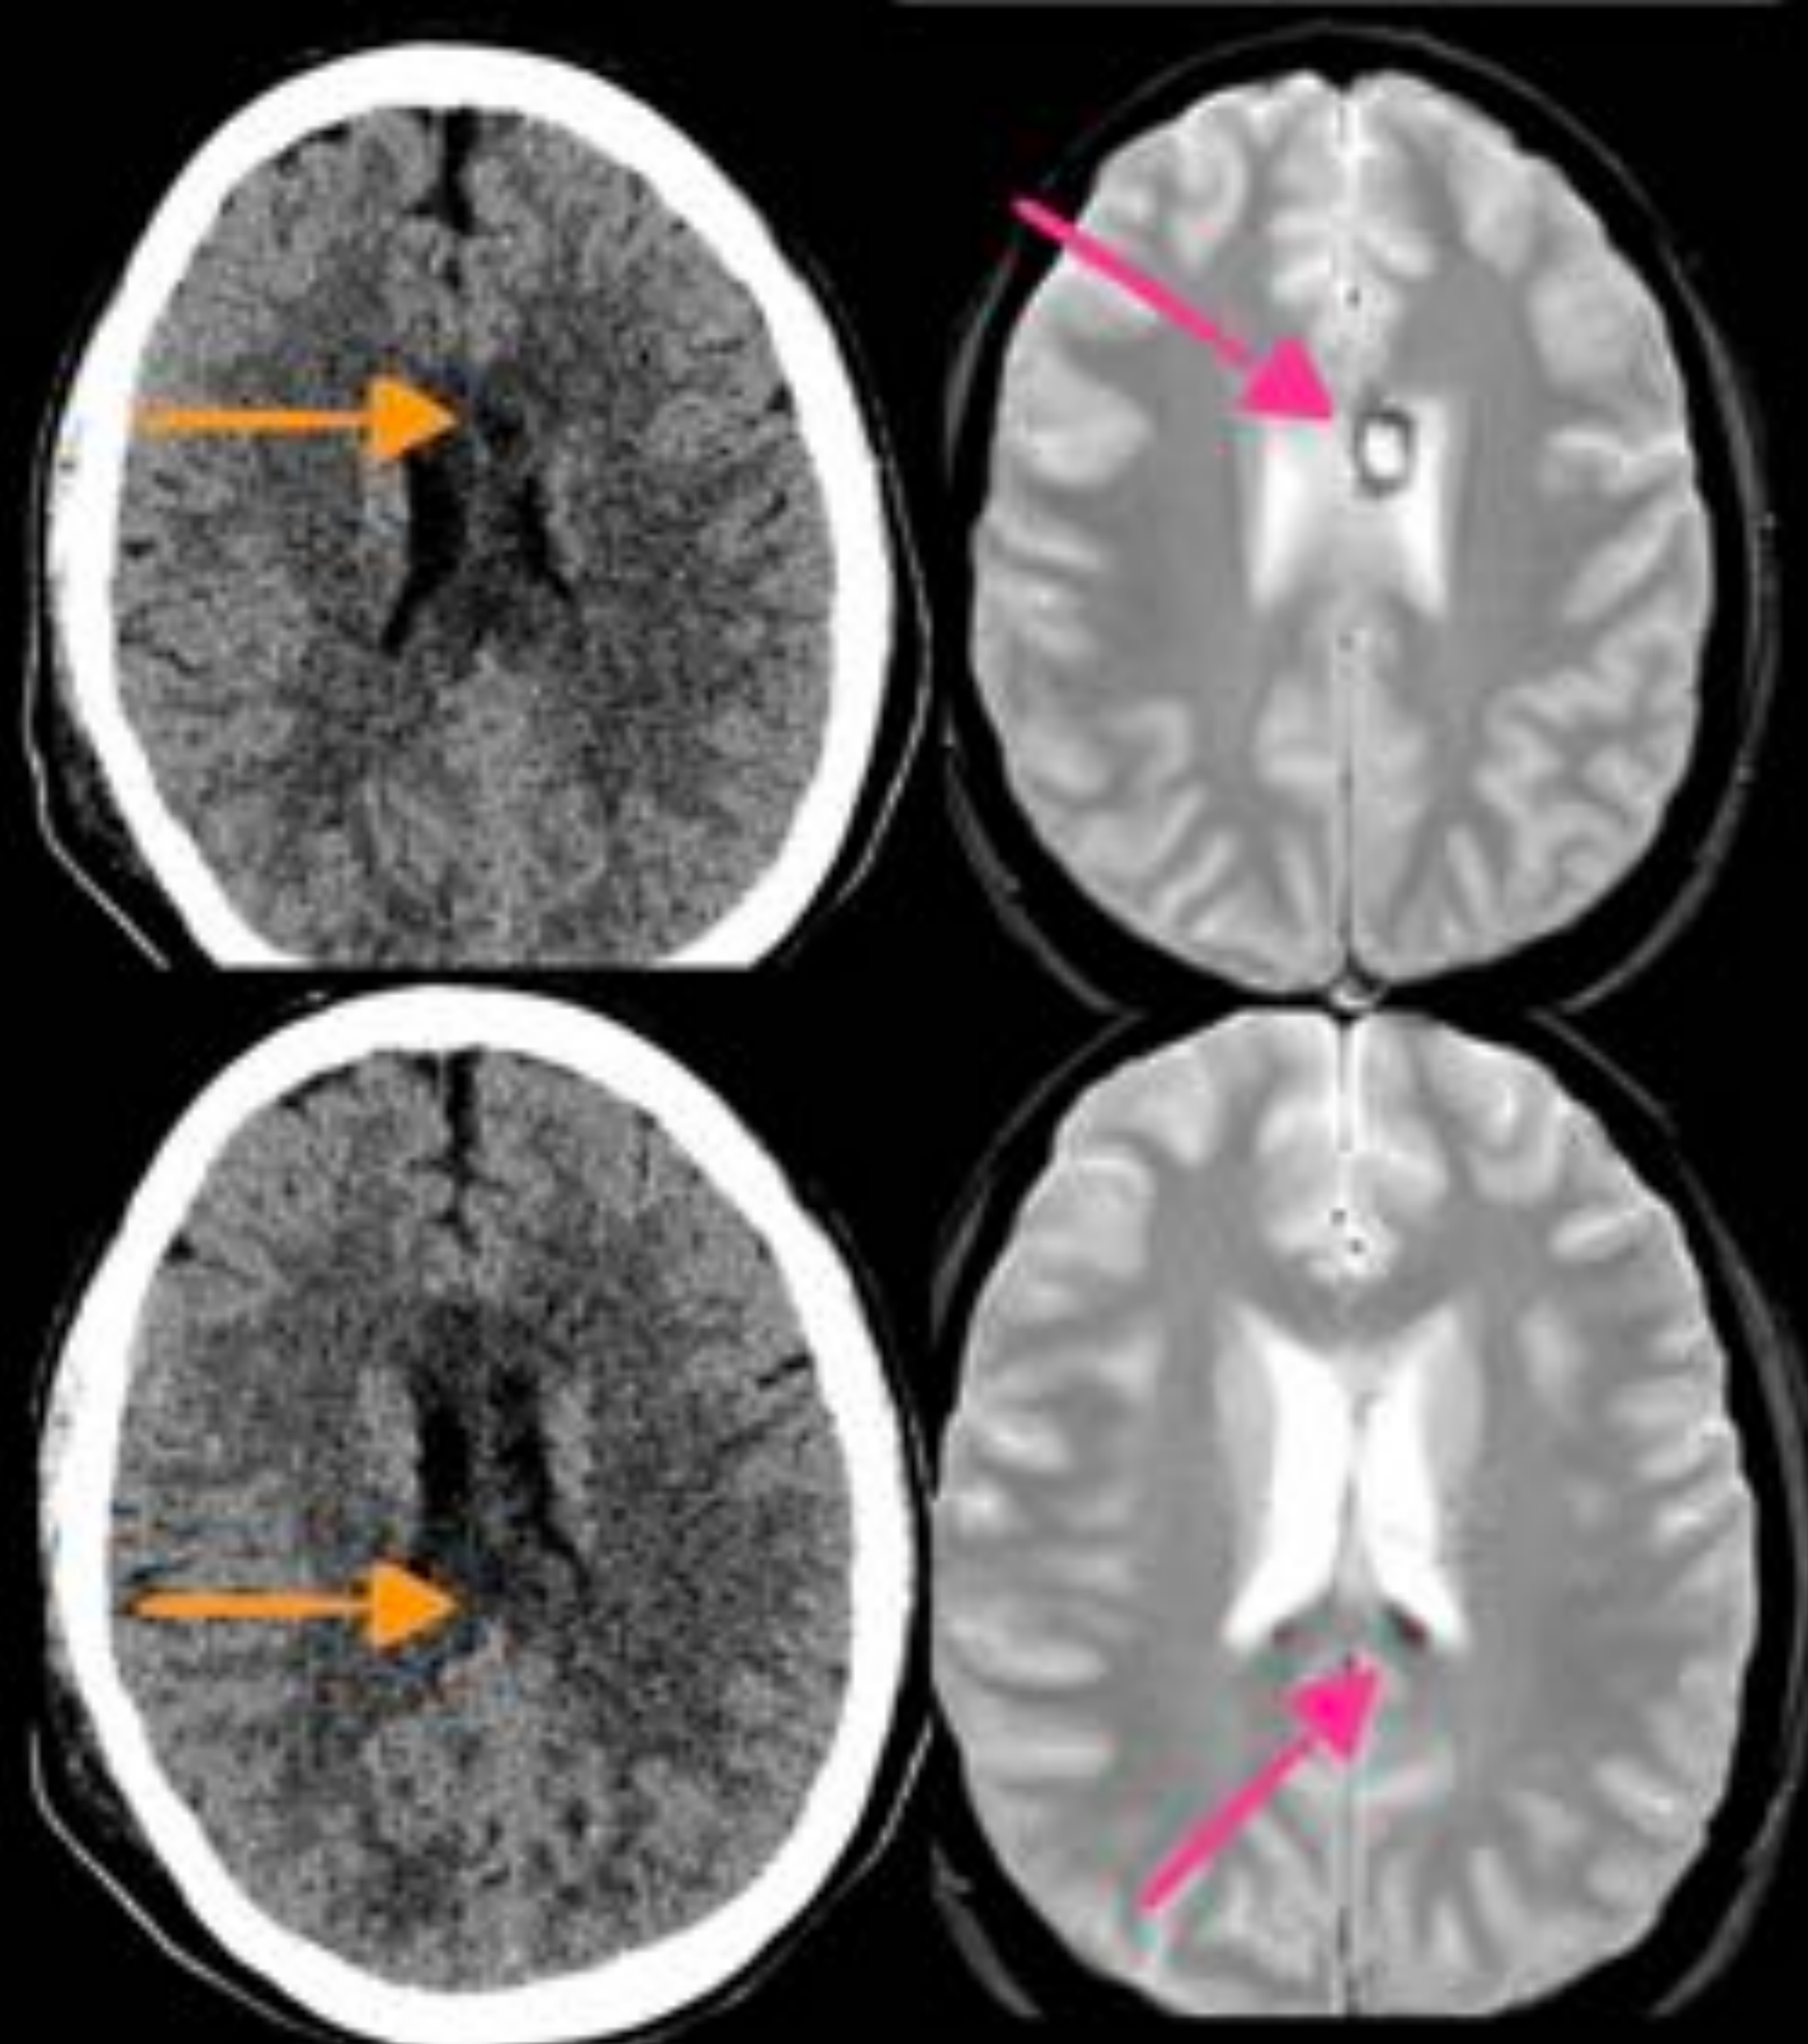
Mujer de 18 años con politraumatismo de alta energía (choque frontal con 3 muertos en su vehículo). En la TC sin contraste se visualizan hipodensidades parcheadas (flechas naranjas) en el cuerpo y el splenio del cuerpo calloso. En secuencias T2* coinciden con focos hipointensos (flechas rosas) en relación con microsangrados (lesión axonal difusa grado II)
